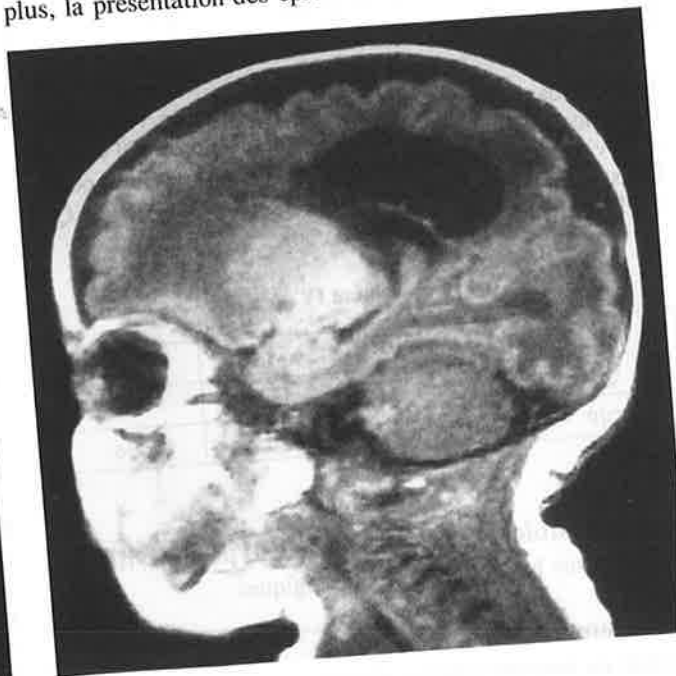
Échographie transfontanellaire précoce (a) ; RMN précoce même enfant. Coupe frontale sous-pariétale (b) ; RMN précoce du même enfant. Coupe sagittale. Leucomalacie à prédominance sous-pariétale
